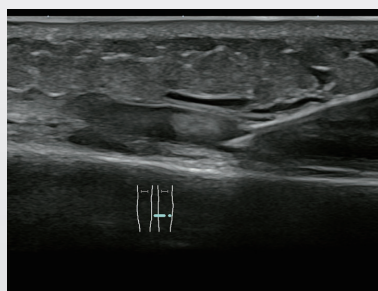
内果での GSV エコーガイド下穿刺
